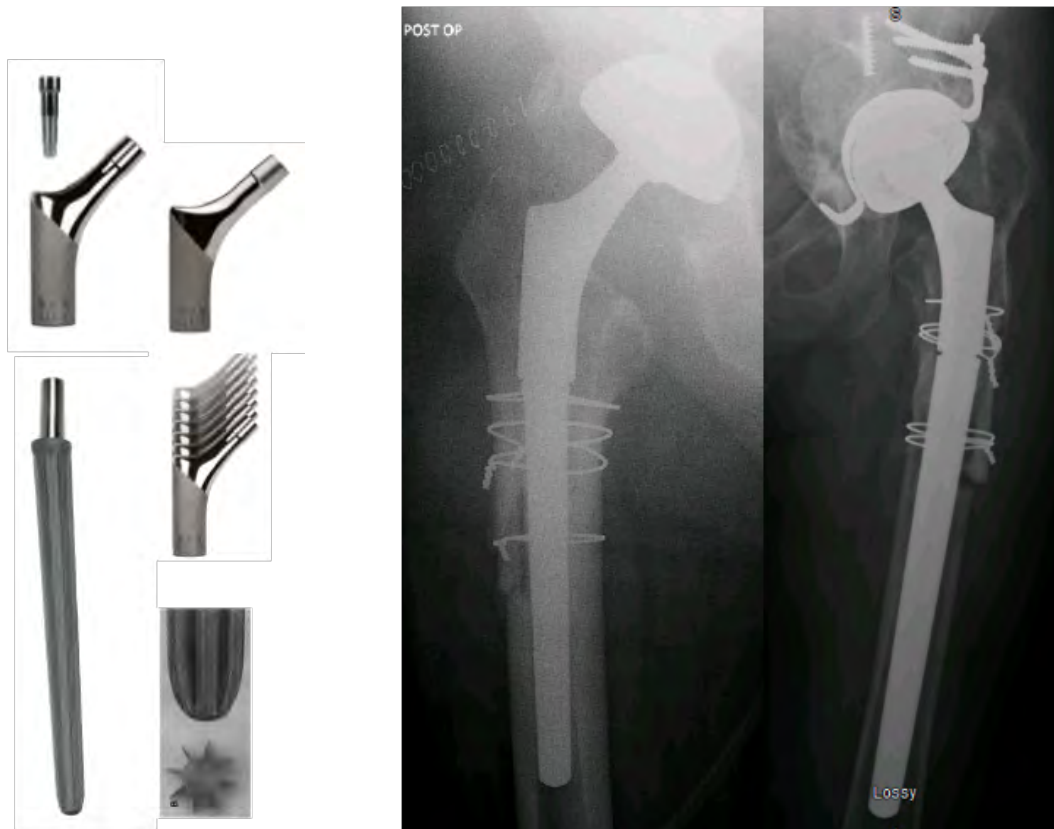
Implant fémoral utilisé (Modular Revision Stem [MRS]®, Mathys) et exemples de radiographies post opératoires.
